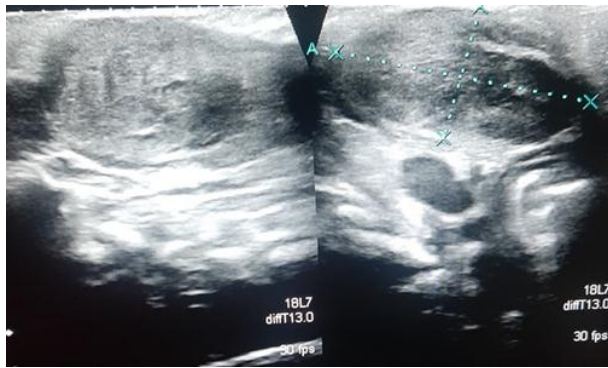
Coupe échographique longitudinale (B) montrant un épaississement du muscle sterno-cléido-mastoi-dien(SCM)
